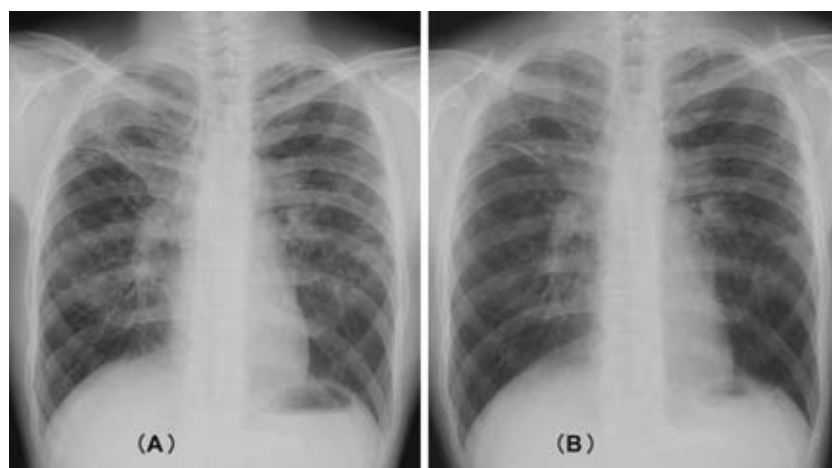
Chest X-rays after corticosteroid therapy. (A) Right upper lobe shadow was improved after one month of therapy. (B) After three months of therapy, the right upper lobe shadow and diffuse shadows in both lungs were further decreased, although the hilar lymph node swelling remained.
